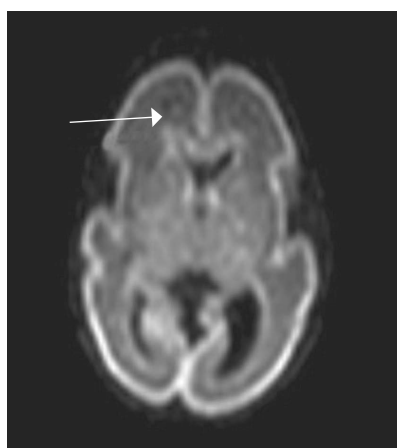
МРТ головного мозга недоношенного ребенка (ПКВ 28 недель). Т1 ВИ, аксиальная проекция, герминальный матрикс визуализируется в передних отделах боковых желудочков (отмечен стрелкой)
